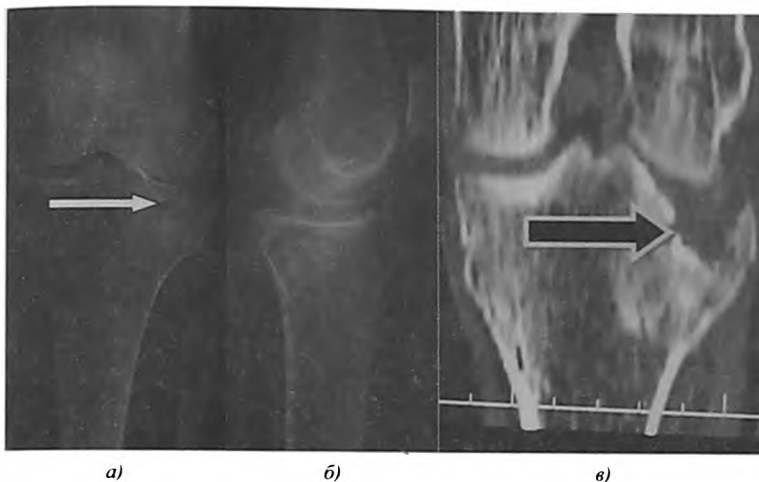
Рентгенограммы левого коленного сустава больной П., 72 года, в прямой (а) и боковой (б) проекциях; На рисунке 1.в представлен фронтальный срез компьютерной томограммы коленного сустава больной. Определяется импрессионный перелом наружного мыщелка левой большеберцовой кости (белой стрелкой обозначена зона импрессии); Черной стрелкой обозначена зона импрессии на КТ-срезе.
